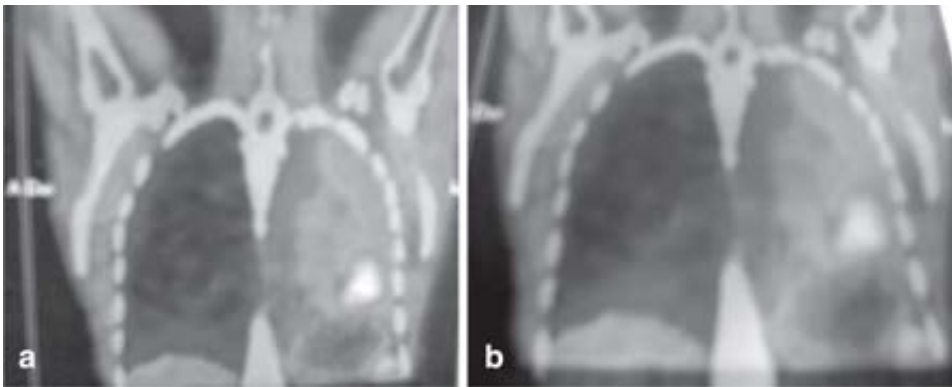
SPECT-CT de tórax.
